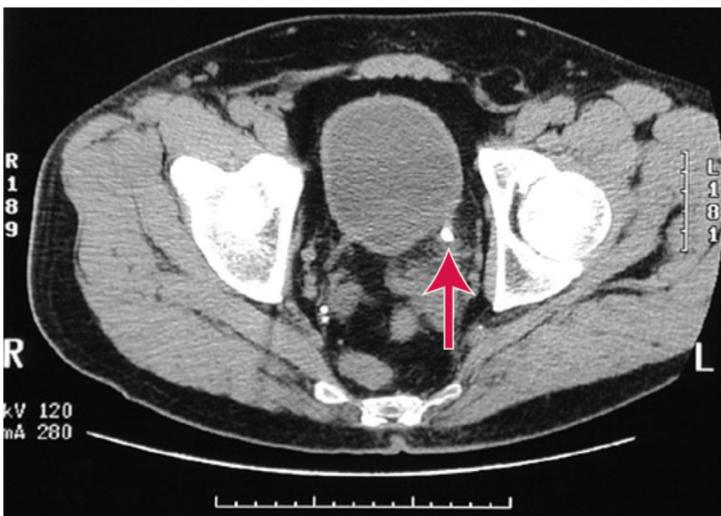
Imagen de tomografía computarizada que muestra un cálculo de 5 mm (flecha) en la unión ureterovesical izquierda. Se observan otras calcificaciones en la pelvis, no relacionadas con el sistema urinario de salida.
